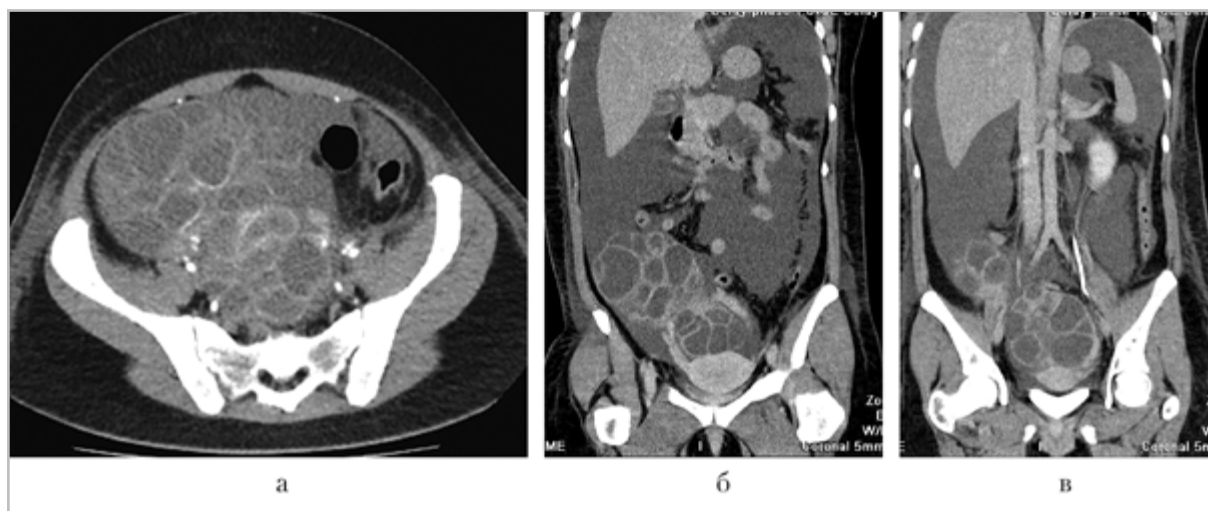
Компьютерные томограммы: на аксиальной томограмме в артериальную фазу (а) и на фронтальных томограммах в отсроченную фазу (б, в) определяются резко увеличенные яичники с множественными кистами, большое количество свободной жидкости в брюшной полости и малом тазу
